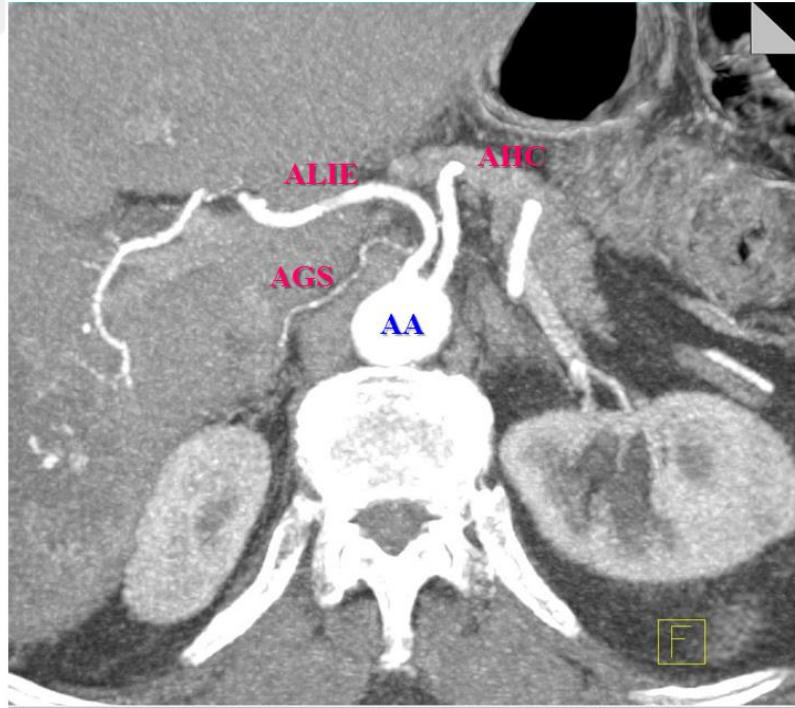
TC'nin klasik üçlü yapısı: Ortak orijinli üçlü dallanma (Uflacker Tip I)
